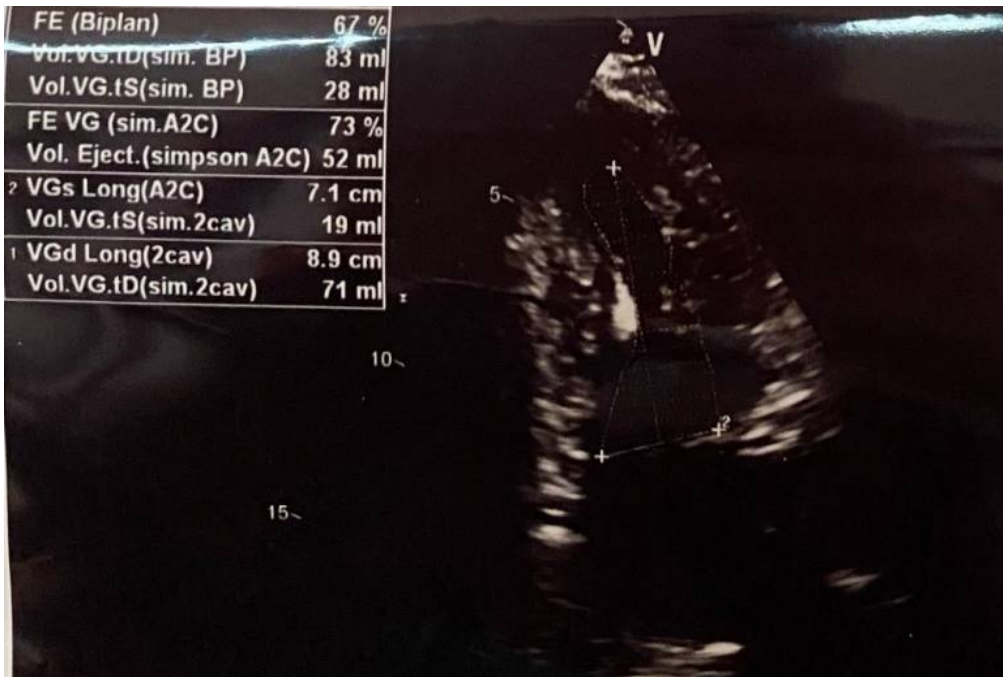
Echocardiographie transthoracique du patient 15
